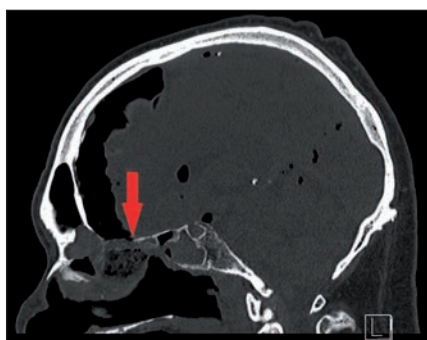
Preoperative CT, the arrow shows the defect and resulting pneumocephalus.
